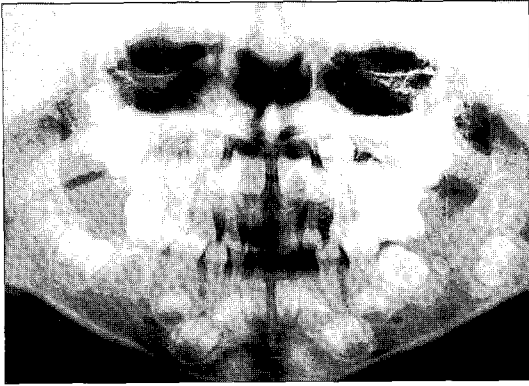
Initial radiograph revealed compound odontoma between malformed lower left primary 2nd molar(#75) and 1st molar tooth germ. Position of lower 1st molar was deviated into the lower border of the mandible.
